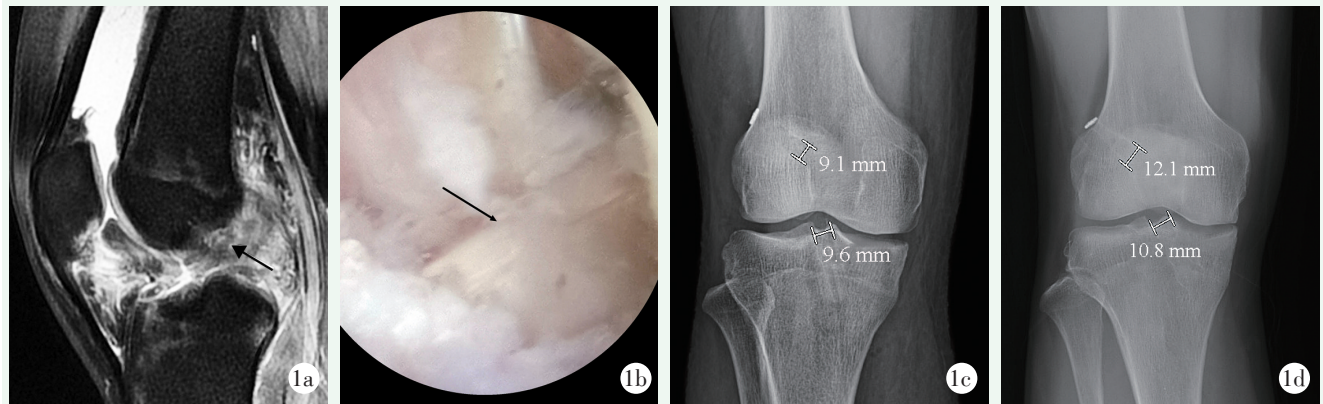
患者,男,34 岁,因打篮球致左膝 ACL 断裂,行自体 HT 重建 ACL 治疗。1a: 术前矢状位 MRI 示 ACL 行走区域信号混杂,无正常 ACL 结构(箭头处);1b: 重建后镜下所见,黑色箭头为 HT 重建 ACL;1c: 术后第 1 d 正位 X 线片示股骨、胫骨隧道内口宽度为 9.1、9.6 mm, K-L 评级为 0 级;1d: 术后 24 个月正位 X 线片,股骨、胫骨隧道内口宽度为 12.1、10.8 mm,股骨隧道扩大 1 度,胫骨隧道扩大 0 度, K-L 评级为 1 级。
